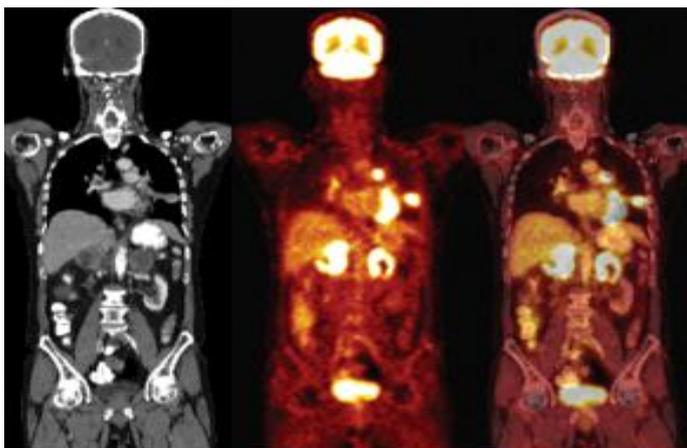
TAC, PET Y PET/TAC en cáncer de pulmón con metástasis
